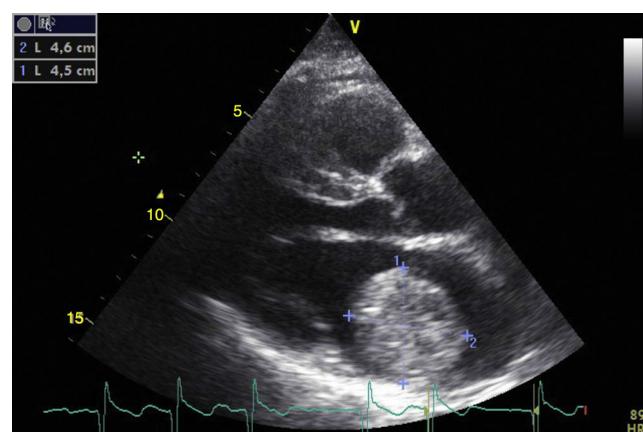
Ecocardiograma en eje largo paraesternal en donde se aprecia la masa en la aurícula izquierda.
